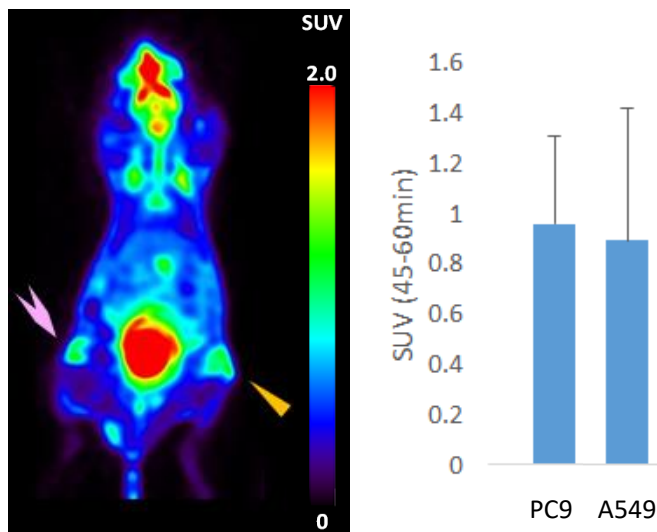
PC9 および A549 担癌マウスにおける X 線照射治療前日の FDG-PET 画像。PET 画像では、PC9(左側ピンク矢印)および A549(右側オレンジ矢印)を示す。それぞれの腫瘍の SUV 値に有意な差はない
